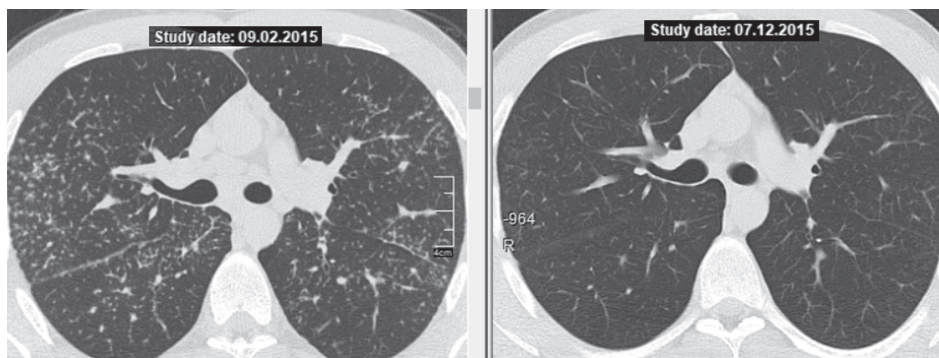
КТ больного В., 26 лет. Слева — визит 2, прогрессирование, назначение ГКС-терапии, справа — визит клинического излечения, отмена ГКС-терапии.
